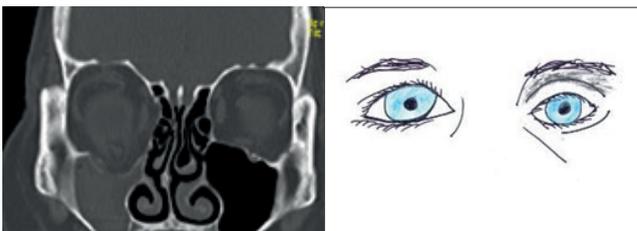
Fractura do pavimento da órbita direita (TAC).
